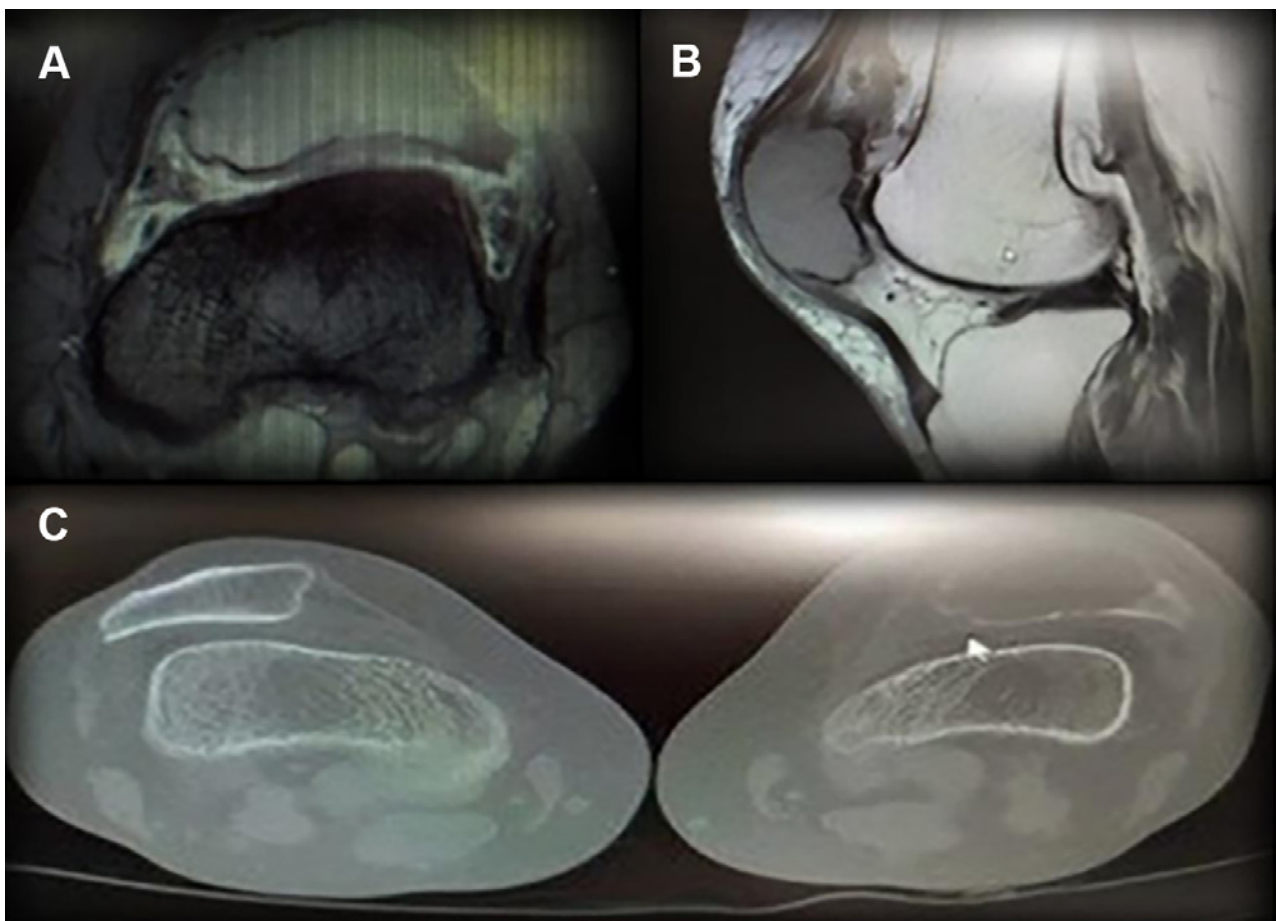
A-B) RM cortes axial y sagital. C) TAC axial de rótulas.
